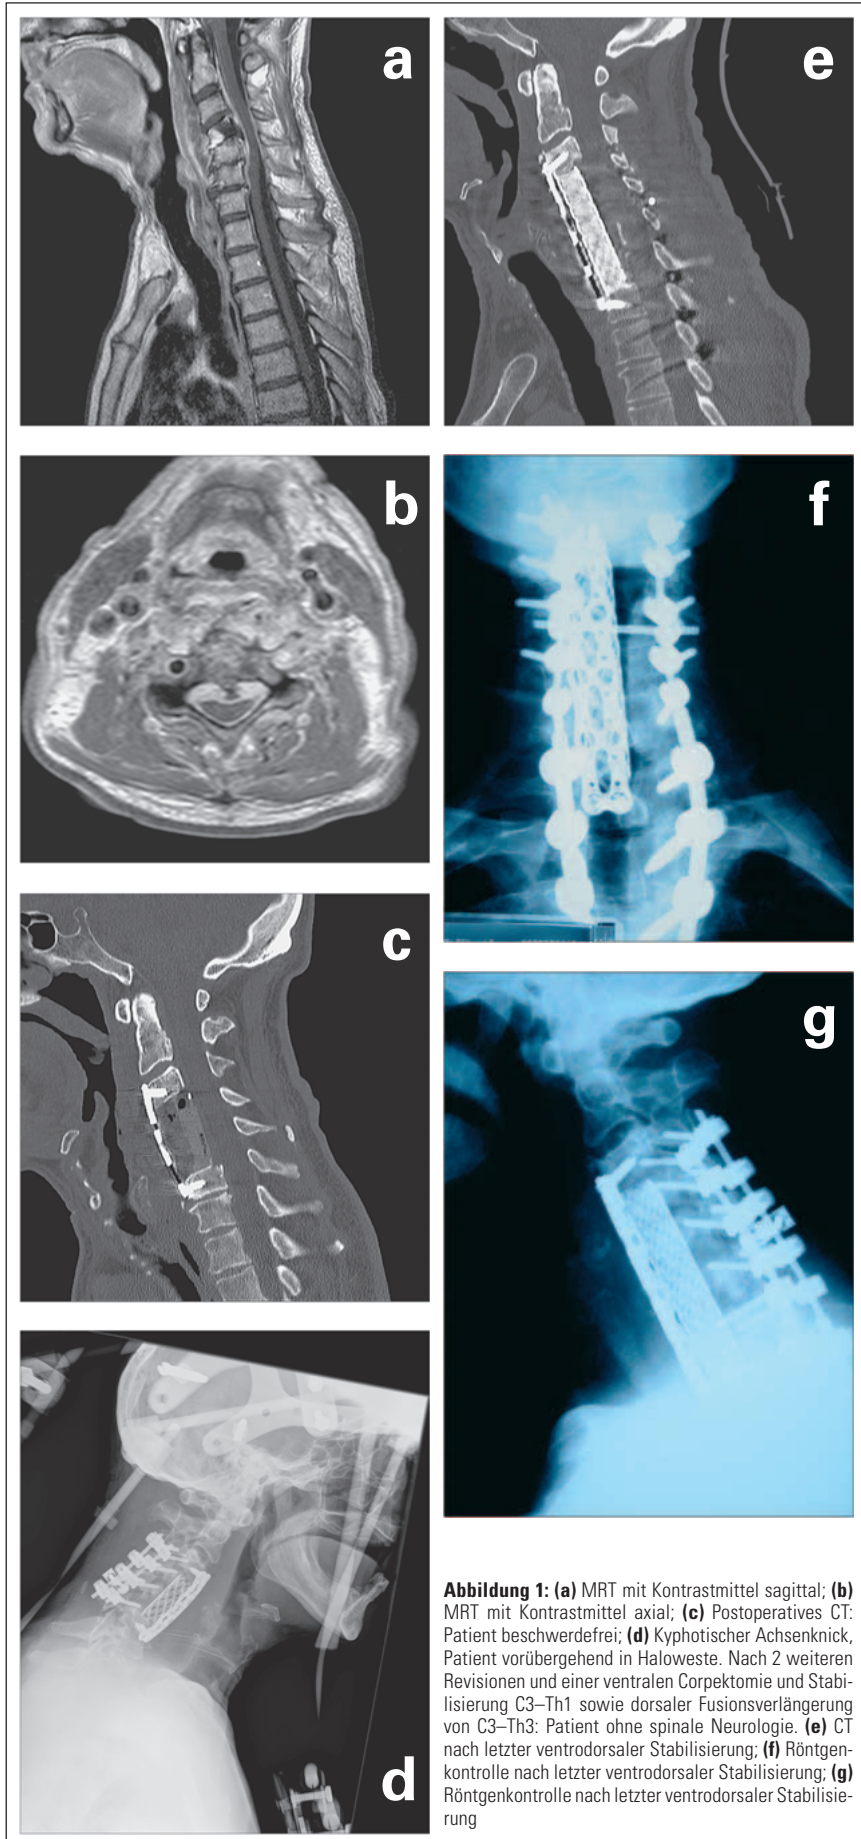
(a) MRT mit Kontrastmittel sagittal; (b) MRT mit Kontrastmittel axial; (c) Postoperatives CT: Patient beschwerdefrei; (d) Kyphotischer Achsenknick, Patient vorübergehend in Haloweste. Nach 2 weiteren Revisionen und einer ventralen Corpectomie und Stabilisierung C3–Th1 sowie dorsaler Fusionsverlängerung von C3–Th3: Patient ohne spinale Neurologie. (e) CT nach letzter ventrodorsaler Stabilisierung; (f) Röntgenkontrolle nach letzter ventrodorsaler Stabilisierung; (g) Röntgenkontrolle nach letzter ventrodorsaler Stabilisierung
